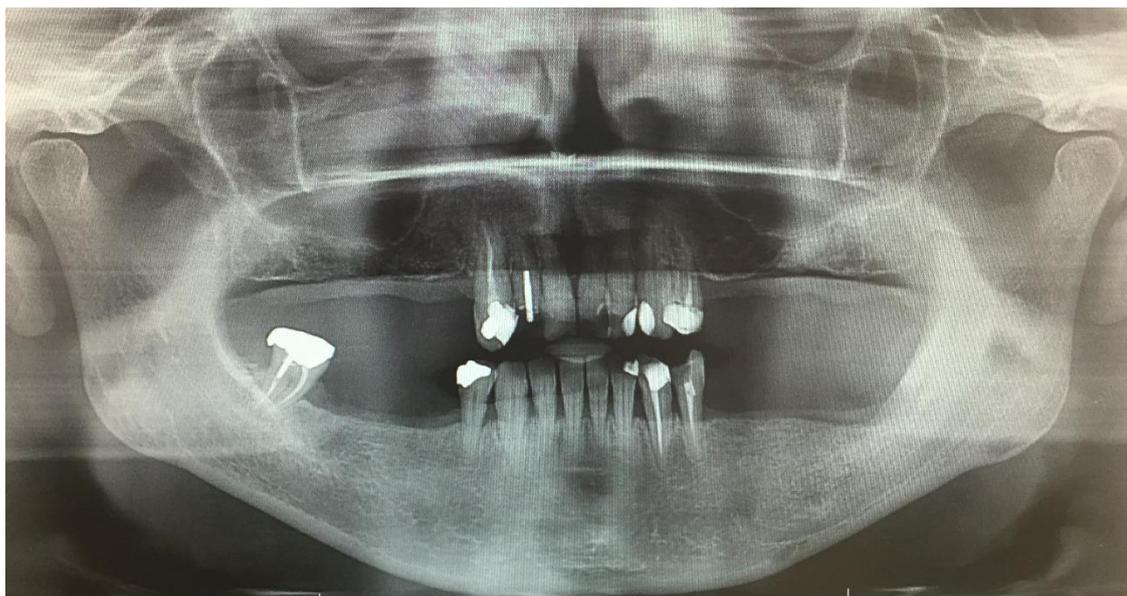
Orthopantomogramme de contrôle après cicatrisation de l'ONM chez Mme V. (courtoisie CHU de Lille, Pr PENEL, Dr MAES, Dr VIELLARD).
